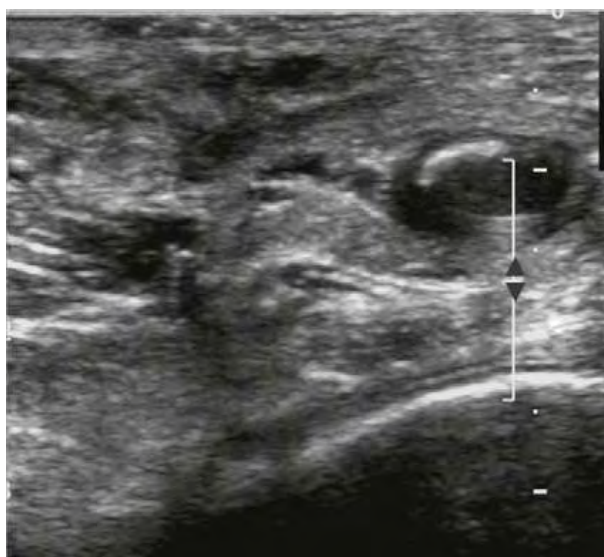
Ενδουλικές ηχοανακλάσεις σε ΕΒΦΘ με Color Doppler
